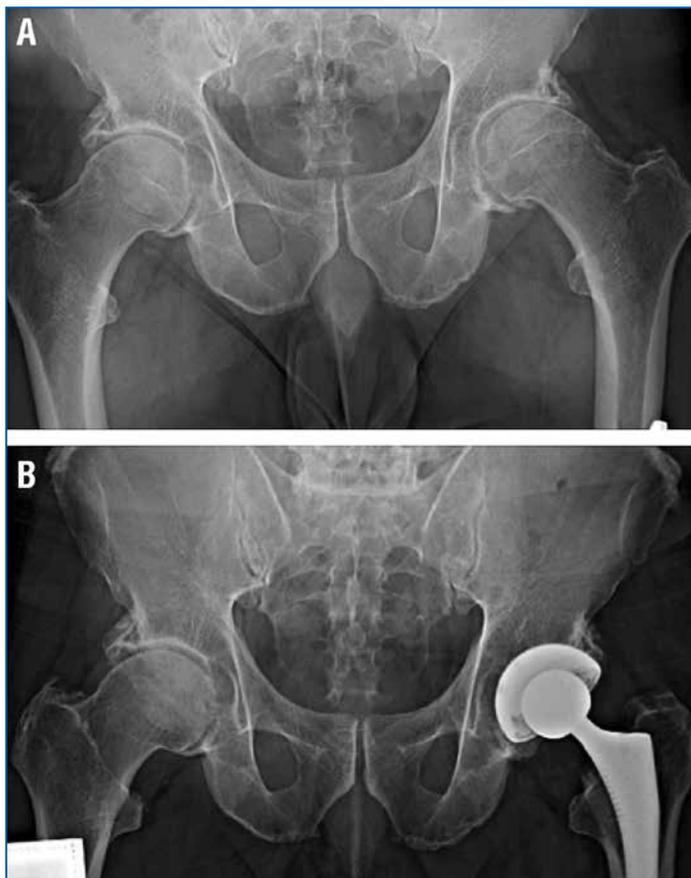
Рентгенограммы тазобедренных суставов в прямой проекции пациента В. до (А) и после (В) операции
